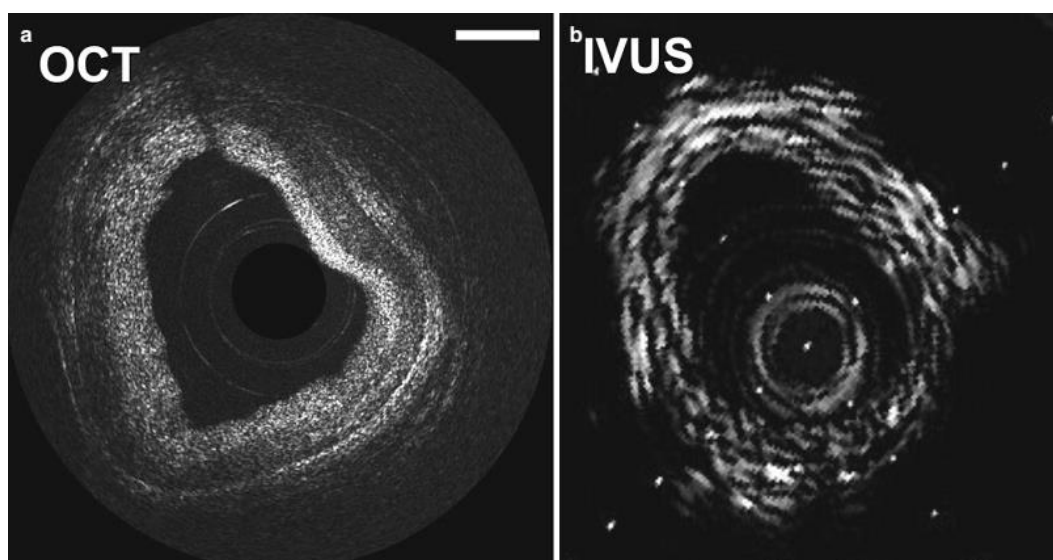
Ранние изображения ОКТ (а) и ВСУЗИ (б). На ОКТ-снимке отчетливо различимы интима, медиа и адвентиция, а также выраженная гиперплазия интимы (Tearney GJ, 1996)
